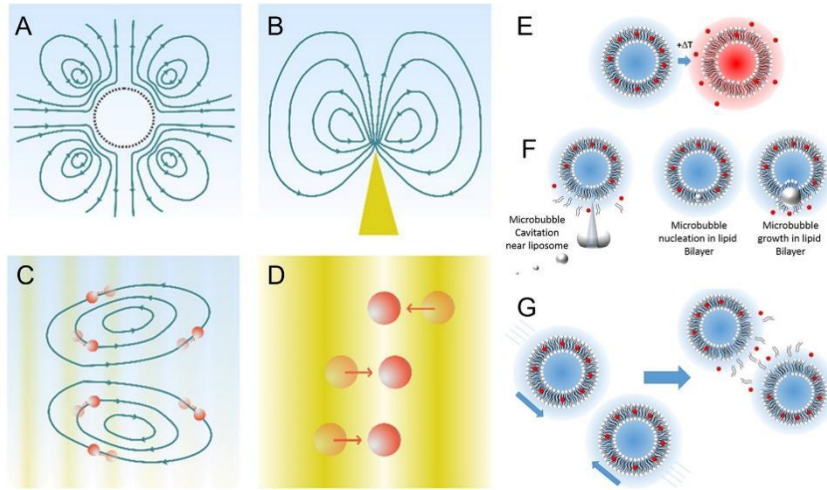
超声波能量可以使用不同的机制转换成有用的形式。(A)气泡振动引起的流动。(B)微观结构振动引起的流动。(C)声波的传播和衰减导致声流。(D)声辐射力。(E)温度敏感的脂质体可以在聚焦超声的帮助下从体内释放,以提高流体温度。(F)药物释放可以通过超声诱导的空化来实现。(G)通过声辐射力流增加粒子碰撞频率,可以促进材料转移。
